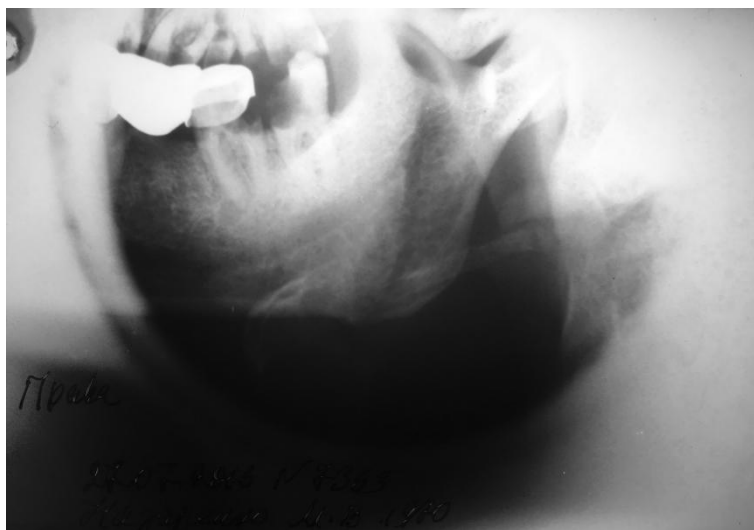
Рентгенографія нижньої щелепи в боковій проекції.
